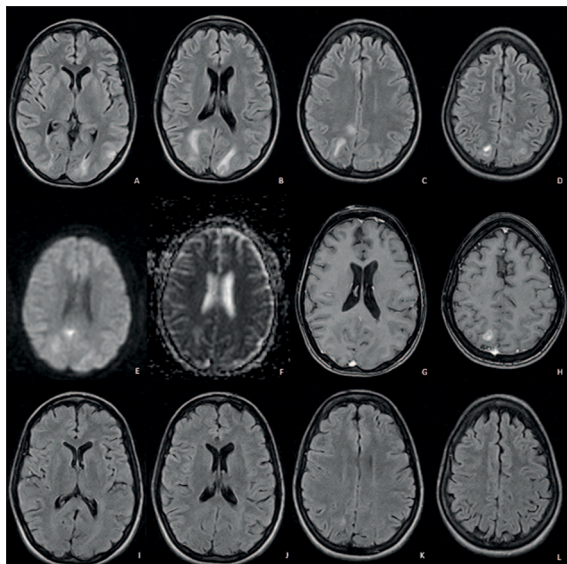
RM encefálica inicial mostra lesões hiperintensas em T2/FLAIR occipitais posteriores, bilaterais, com maior expressão à direita (A-D). Estas lesões não apresentam restrição à difusão (E-F) e são maioritariamente isointensas em T1 (G), uma delas com reforço após Gd (H). A RM após 7 meses mostra quase total resolução das lesões em T2/FLAIR (I-L).
